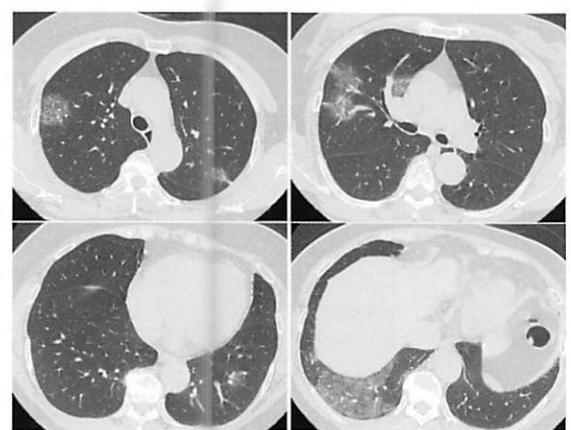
COVID-19のCT所見（参考文献13より引用）
